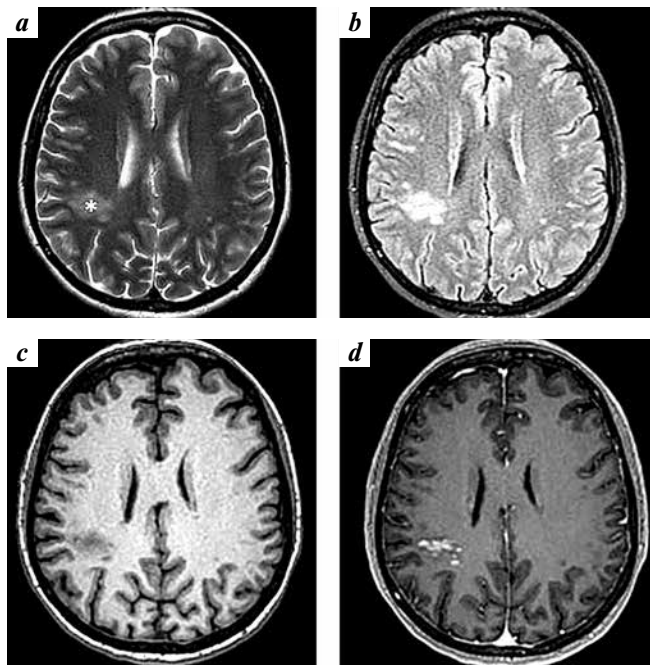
Clinical case 1. Brain magnetic resonance imaging of a patient at 2019: an area (marked with a star) of an altered signal with indistinct boundaries in the deep area of the right parietal lobe, hyperintense on T2 (a) and FLAIR (b) and hypointense on T1 (c); with heterogeneous accumulation of contrast agent (d), without perifocal edema
